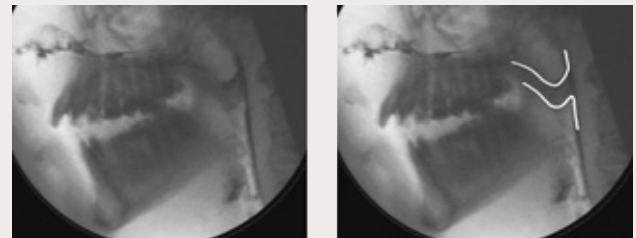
Videoradiografisk undersökning av talfunktion i sidoprojektion. Patienten med velofarynxinsufficiens som behandlats med velofarynxlambå. En mjukvävnadsbrygga har fällts upp från farynx bakvägg och fästs in i velum. Luft kan passera bilateralt om lambån för näsandning. För optimal velofarynxfunktion ska farynx sidoväggar sluta an mot lambån under tal.
